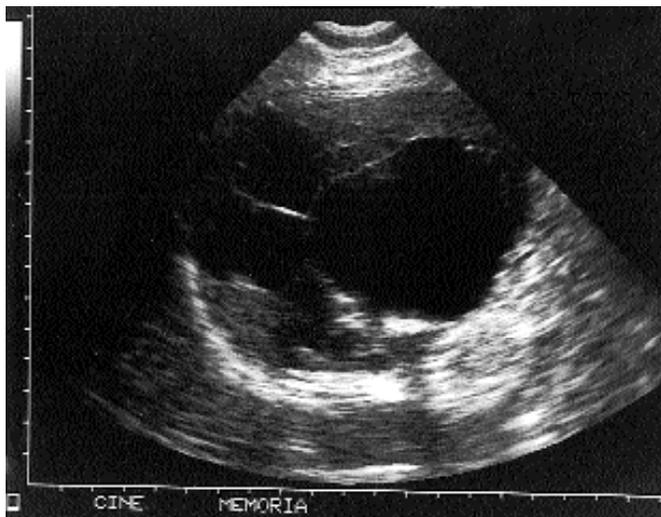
Ecografia preoperatoria, che dimostra la presenza di numerose lesioni cistiche spleniche.
